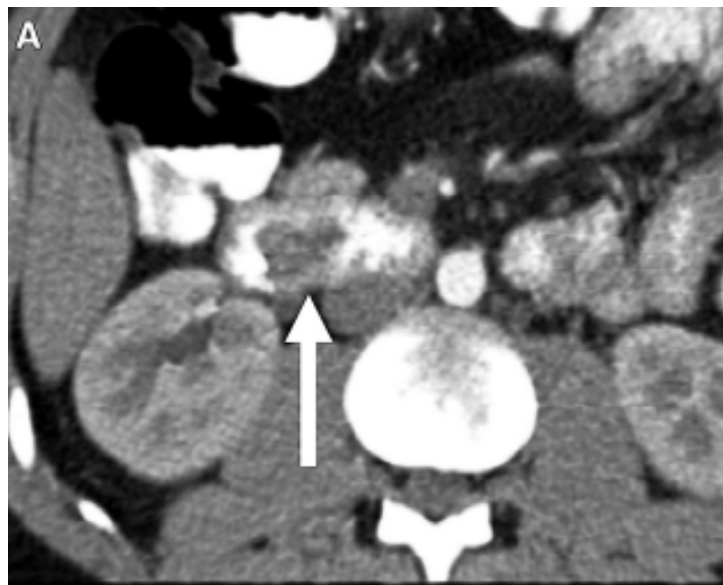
Une image TDM prise à la phase veineuse portale, qui montre une masse papillaire polypoïde (flèche blanche) [48].
